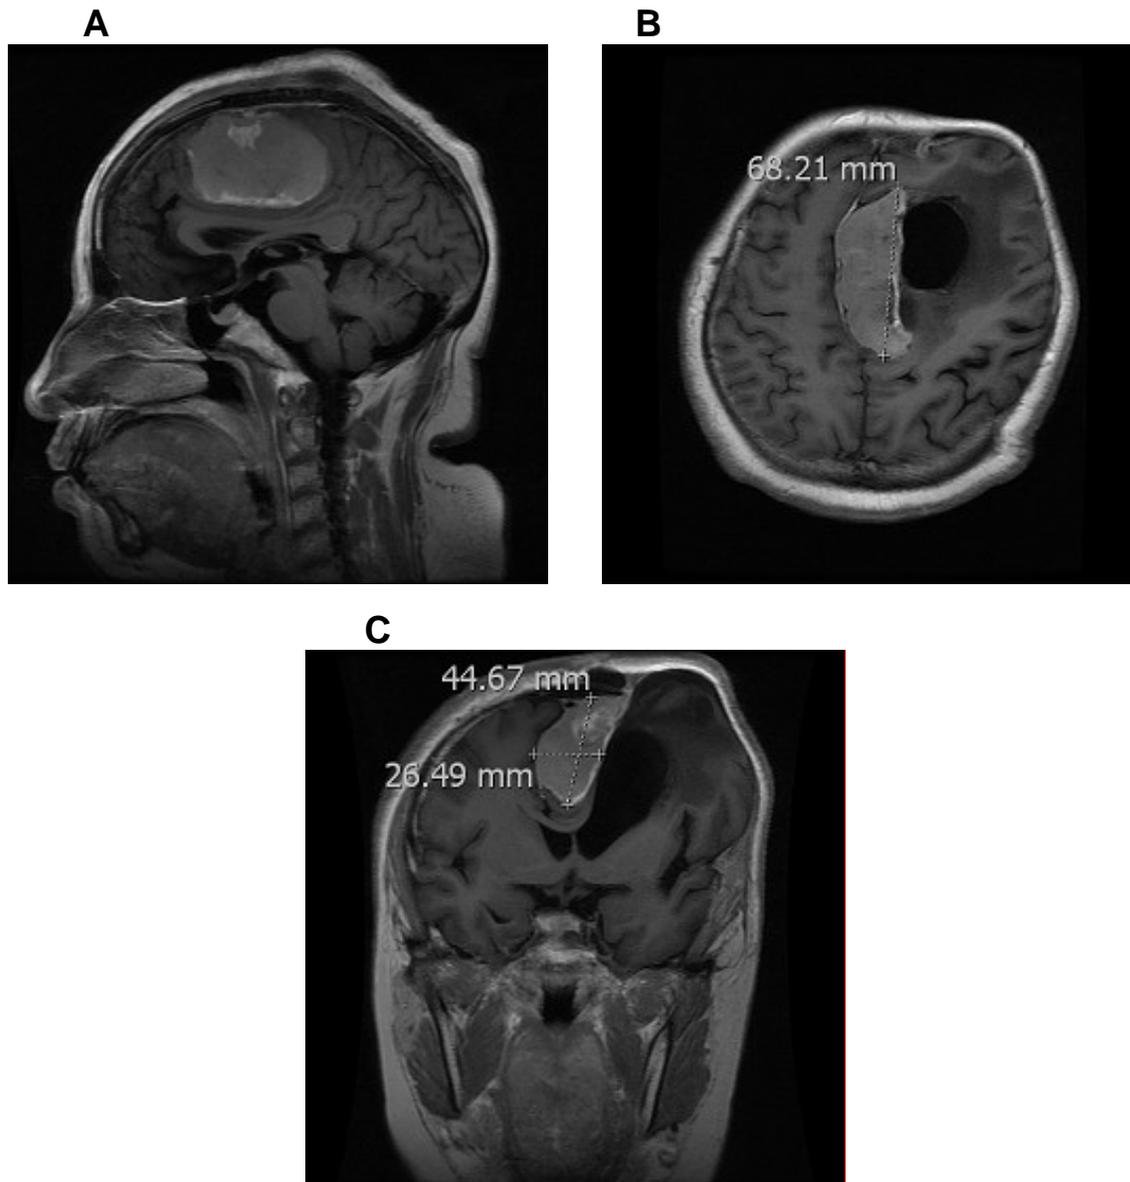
IRM representativa. Paciente 6 (H.G.L.), A= sagital, B= axial y C= coronal.
